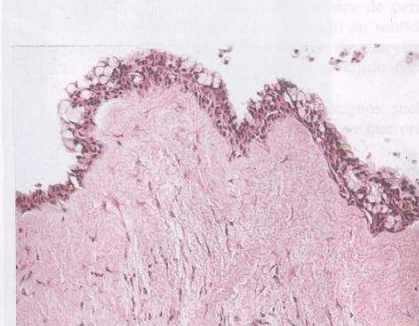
(Cont.) C y D. Radiografías lateral y frontal, que muestran el tamaño y la forma del quiste. E. HE,  $\times 40$ : hacia abajo se observa un epitelio grueso perteneciente a fosa nasal. Hacia arriba se observa una membrana quística revestida por epitelio cilíndrico apoyado sobre corion fibrovascular. F. HE  $\times 100$ : revestimiento epitelial cilíndrico con células mucosas en su superficie. Corion hialinizado con luces vasculares en el espesor. En profundidad fibras musculares estriadas y tejido adiposo entre los fascículos. G. HE  $\times 200$ : visión más próxima de la membrana epitelial con frecuentes células mucosas.
